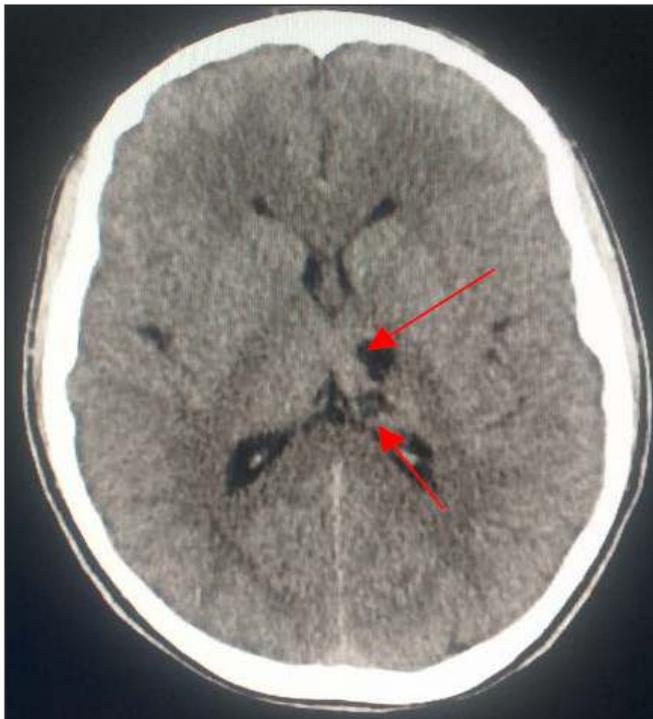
Tomografía Axial Computada.
